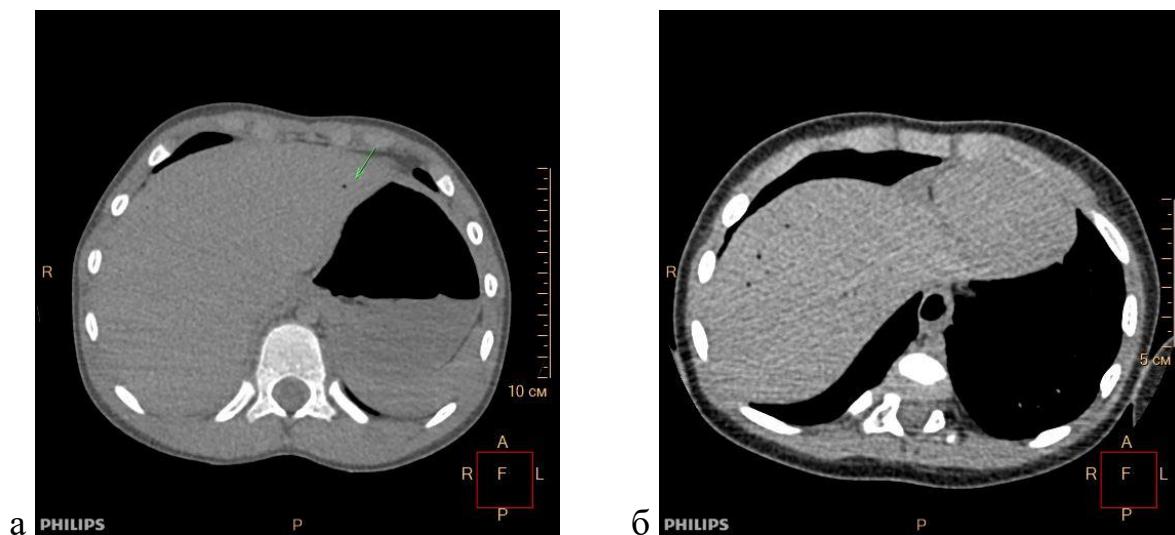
а, б - Газ в сосудах печени. Посмертное КТ-исследование
